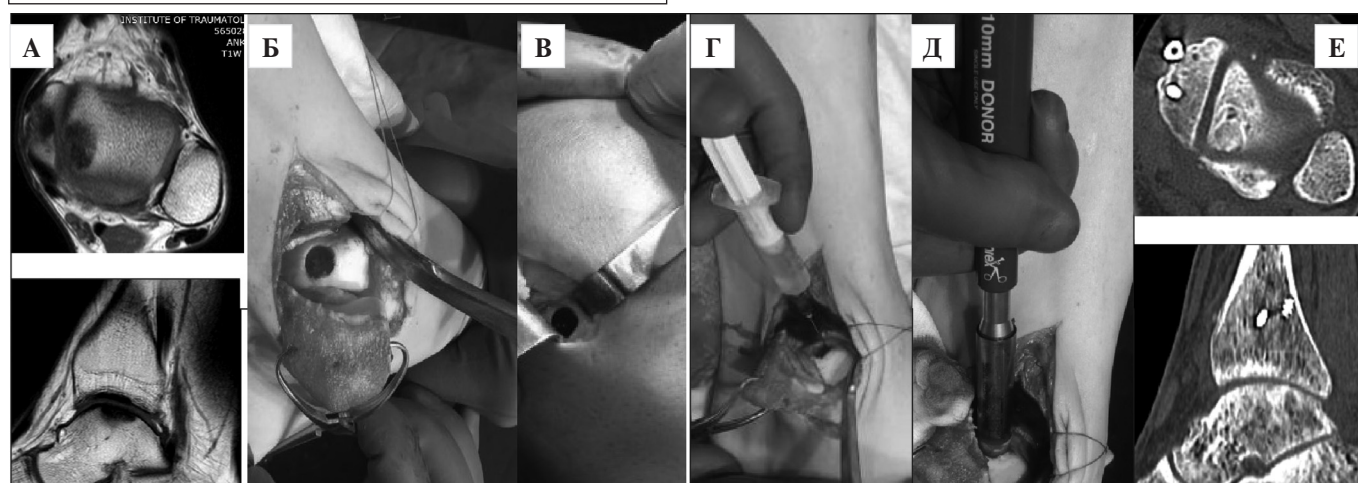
Етапи виконання остеохондральної аутоотрансплантації у пацієнта з остеохондральним дефектом блока таранної кістки. А. Osteo-хондральний дефект блока таранної кістки зона M2,M3, площа SM, глибина HB. Б. Osteo-пластичний доступ, дебрідмент, підготовка зони дефекта для трансплантації. В. Забір osteo-хондрального трансплантанта з латерального виростка стегнової кістки. Г. Введення PRP в підготовлене ложе дефекта після тунелізації. Д. Виконано osteo-хондральну аутоотрансплантацію, шільне заповнення дефекту. Е. Контроль КТ через 3 місяці після трансплантації. Інтеграція трансплантанта.
